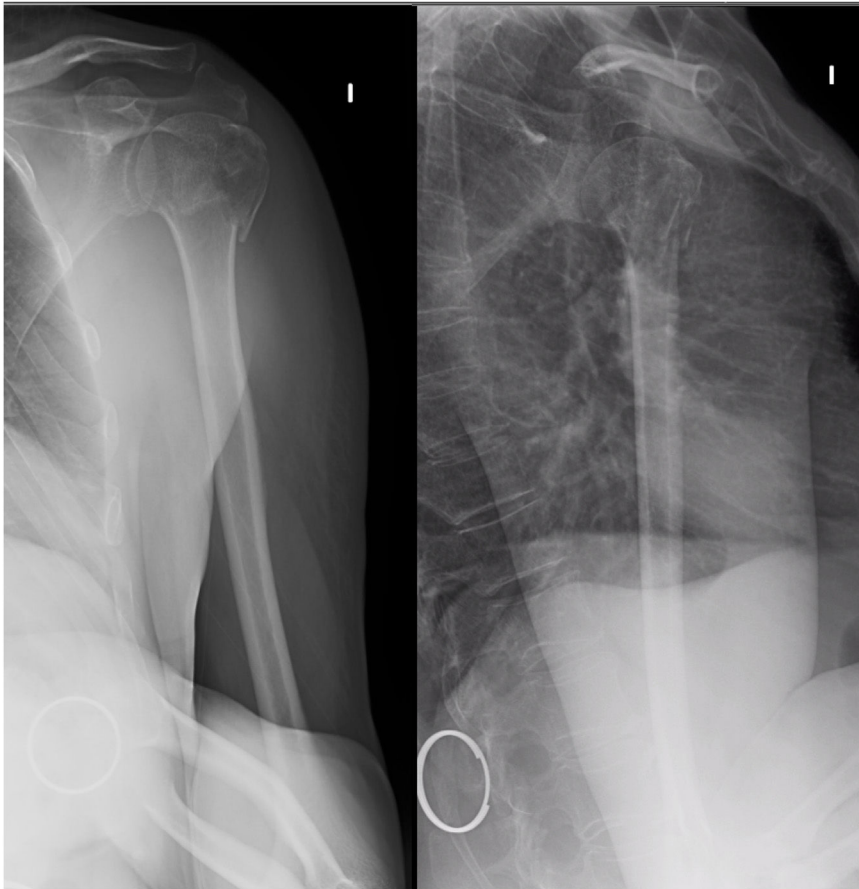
Radiografía de fractura del extremo proximal del húmero bifocal sin impactación metafisaria (AO11B2).
